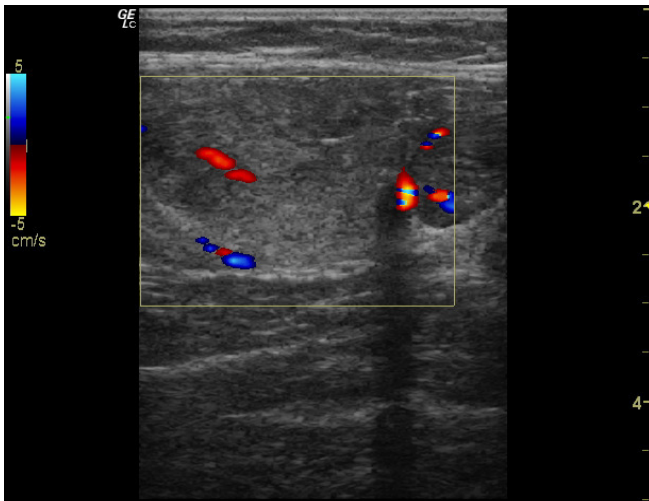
Doppler de la zona inferior de la masa con captación central y periférica; se aprecia también una zona que deja sombra acústica posterior.
